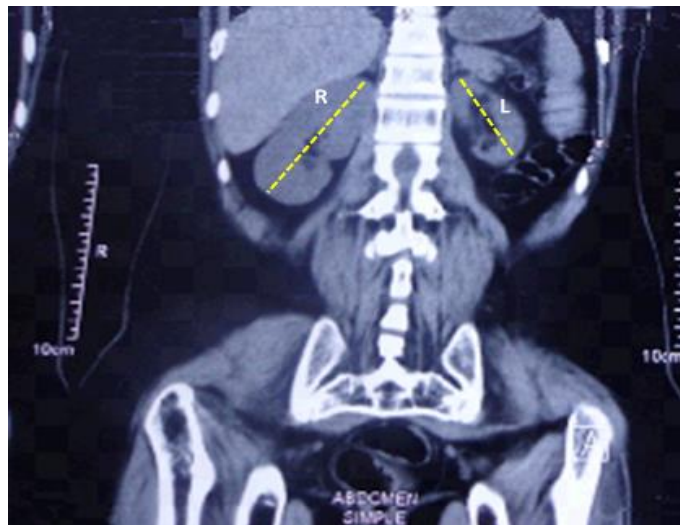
Exploración por imágenes de los riñones, TAC simple de abdomen. (R) riñón derecho, (L) riñón izquierdo.
